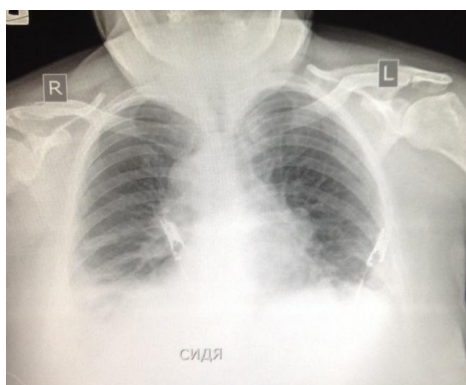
Рентгенограмма органов грудной полости пациентки И., 62 лет с декстрокардией и ИБС при поступлении
